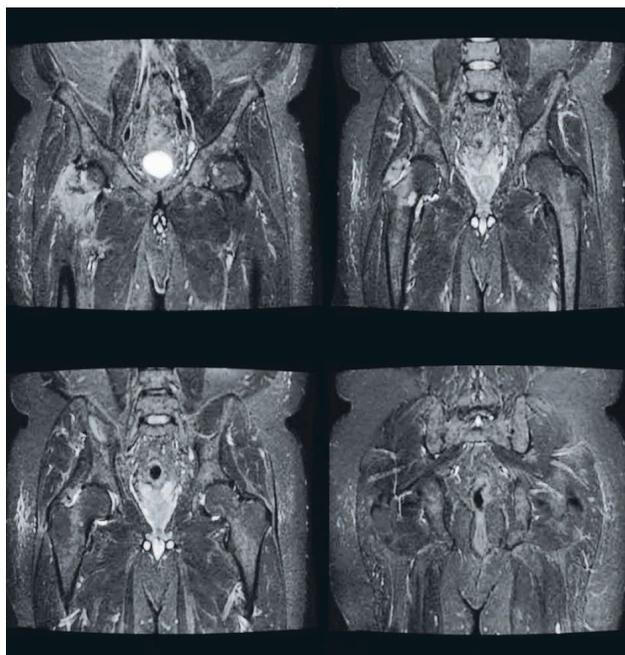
Resonancia magnética nuclear de pelvis corte coronal en la cual se observa lesión hipercaptante en cuello femoral derecho sin compromiso óseo aparente
